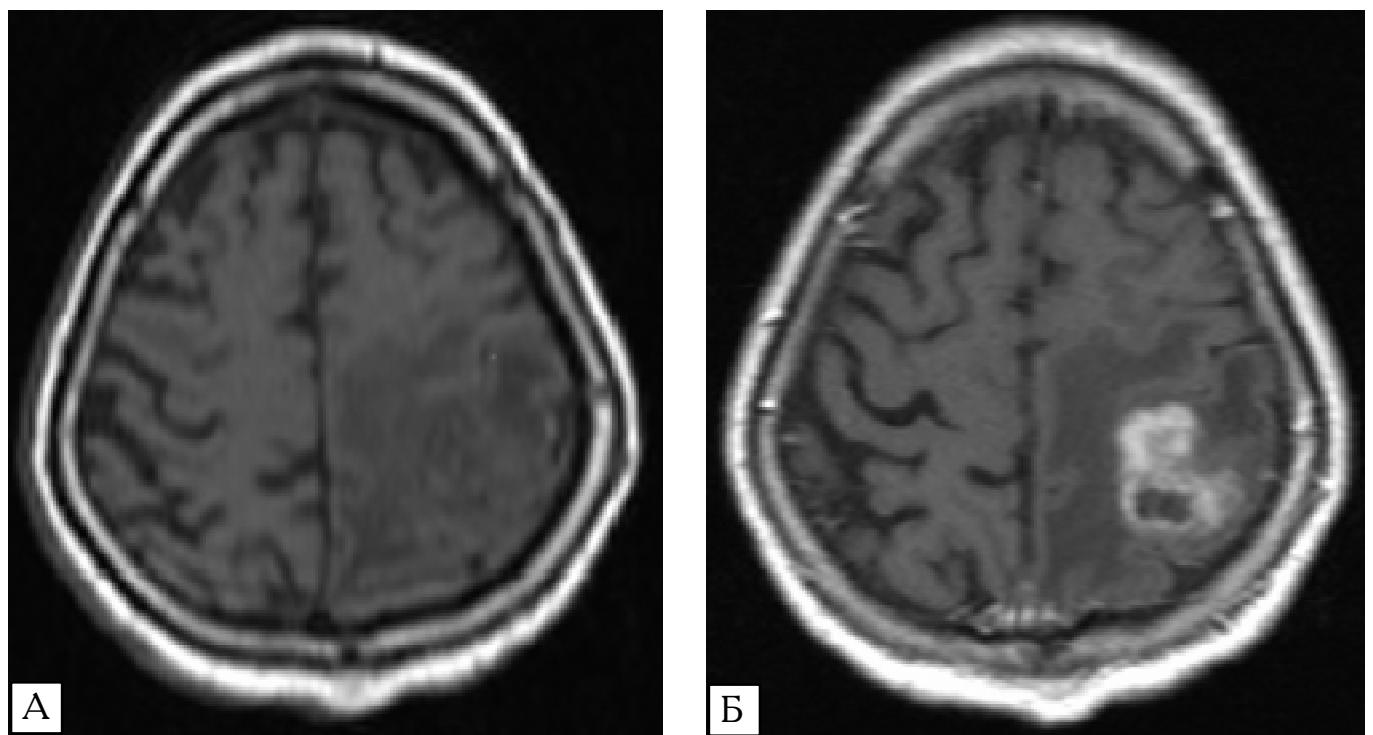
Функціональна МРТ та МРТ хворого з гліобластомою. Пригнічення активації в сенсомоторній ділянці кори ГМ ураженої півкулі при розповсюджені пухлини та перифокального набряку на центральні звивини, наявності компресії і зміщення центральних звивин. А — зона активації в ураженій півкулі. Б — МРТ з препаратом «Магневіст»
